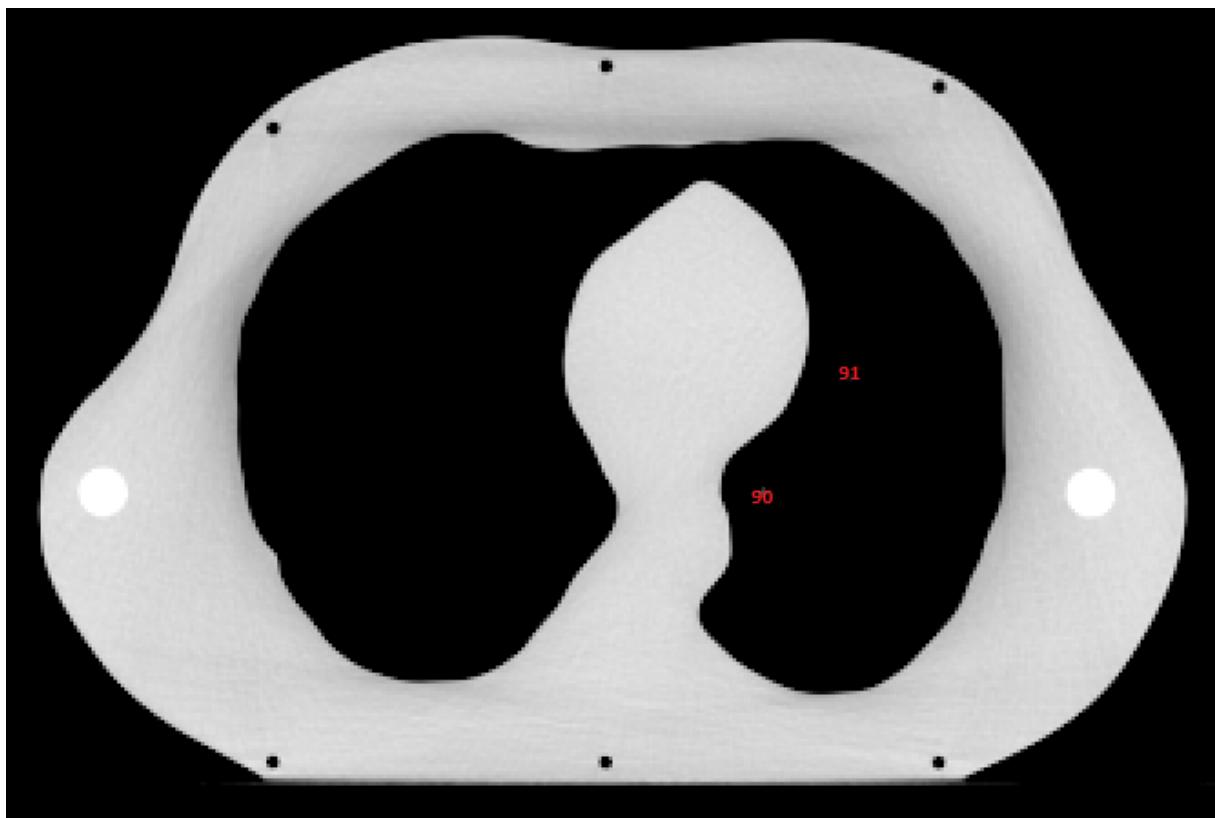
Dosimeterposisjoner CT-snitt 11 i lungefantomet.
